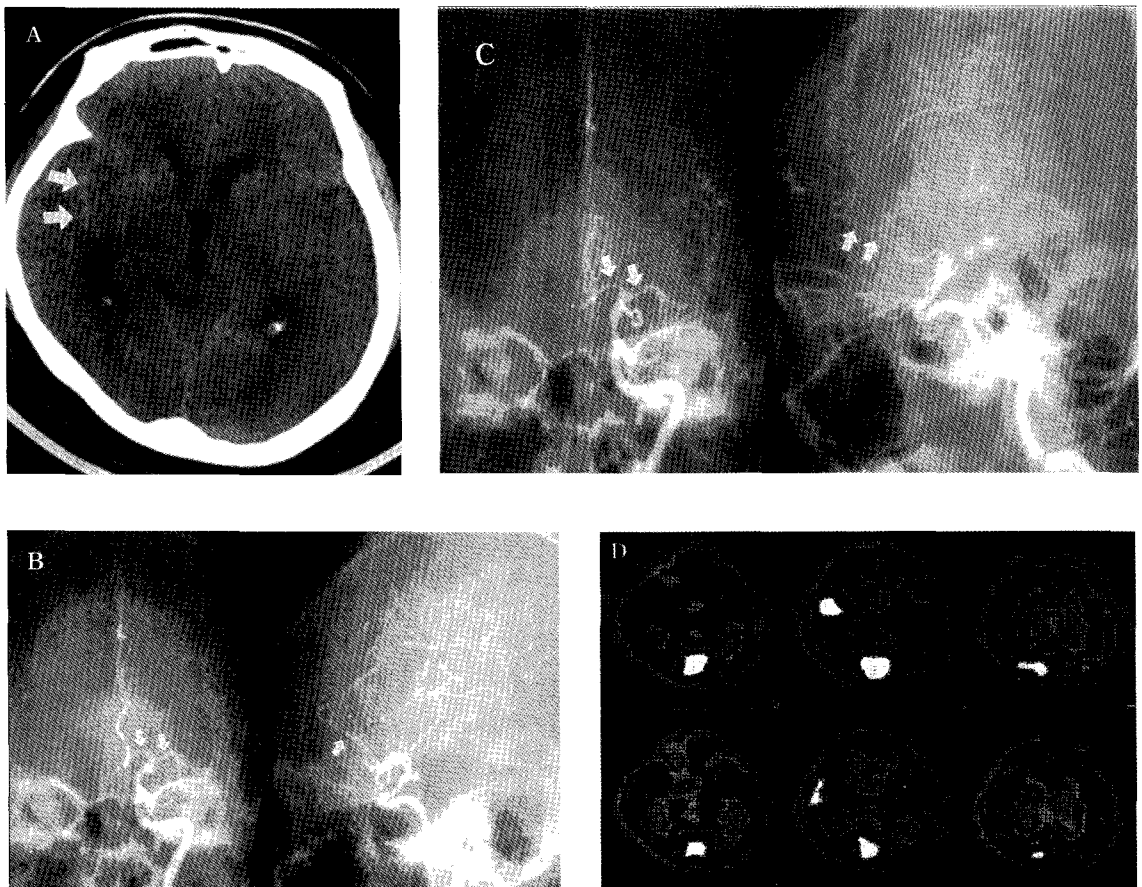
A fifty-one year old female patient with left anterior chroidal artery aneurysm with poor outcome (patient no. 13). A. There is high density hemorrhage in the contralateral sylvian fissure (arrows). B. Preoperative left internal carotid angiogram shows normal calibered cerebral vessels (arrows). C. Postoperative angiogram shows diffuse vasospasm of the left proximal ACA (arrows) and MCA. D. There is diffusely decreased perfusion in left temporal cortex on the baseline SPECT images (upper row), and decreased vasoreactivity is noted in left both frontal and left temporal cortex on the acetazolamide SPECT (lower row).
